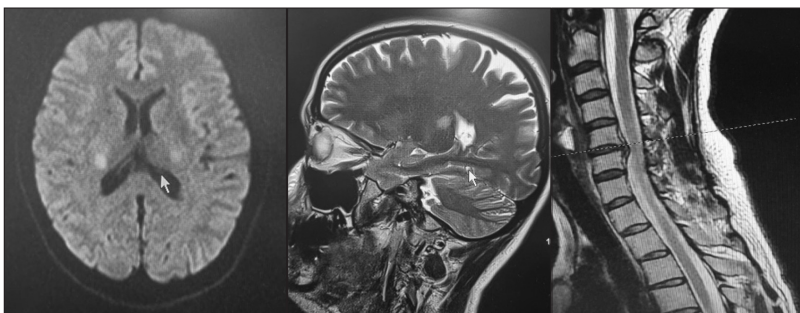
Пацієнт С., 41 рік. МРТ. Скарги на запаморочення й оніміння кистей після занять спортом, які раптово виникли
